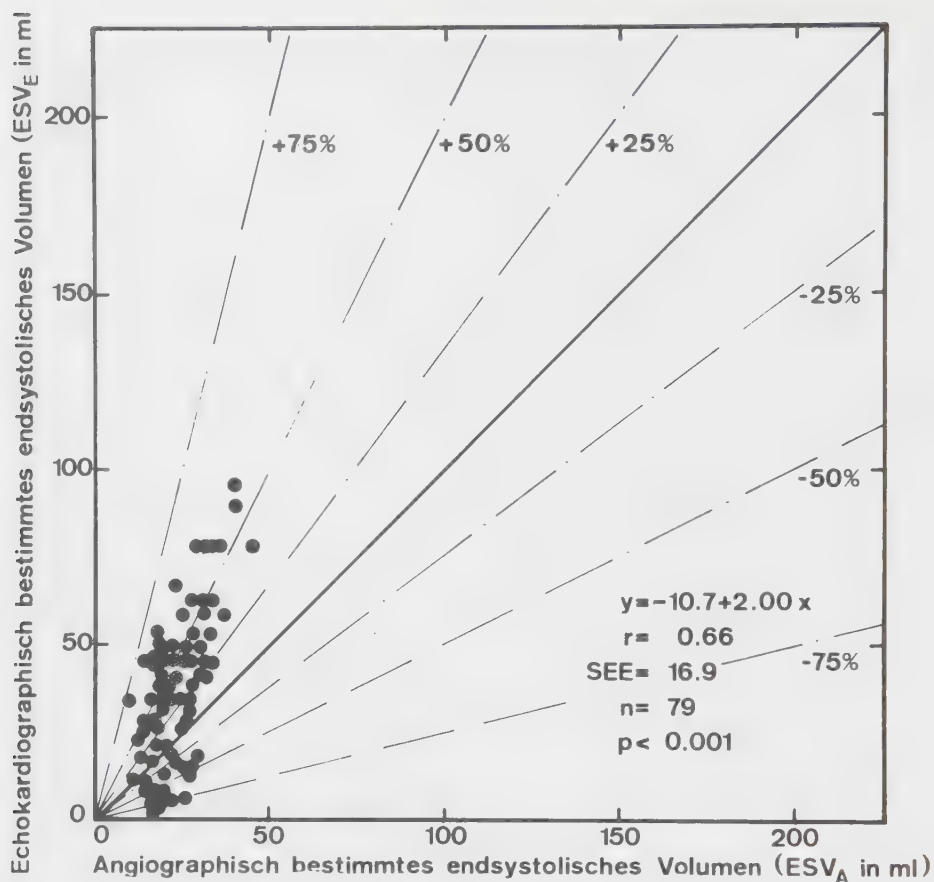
Vergleich der echokardiographisch (ESV_E) und angiokardiographisch (ESV_A) bestimmten endsystolischen Volumina.
